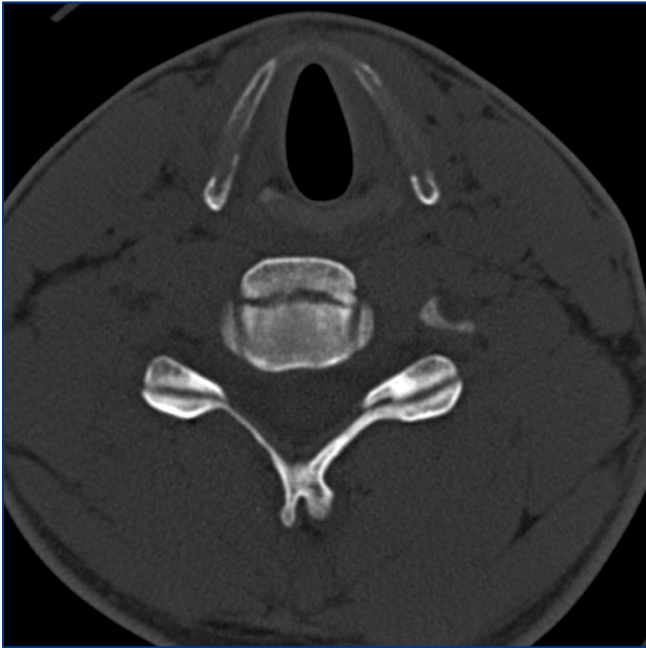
Fractura de C5 - Corte axial de TAC.
